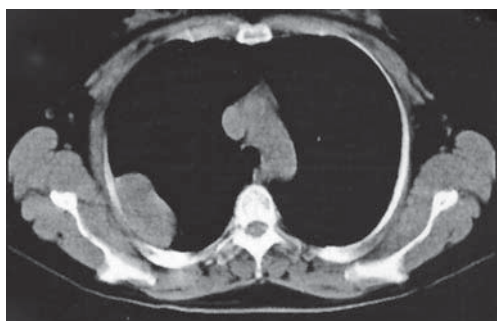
Мультигигириальная КТ органов грудной клетки больной 39 лет с локализованной злокачественной мезотелиомой плевры справа.
